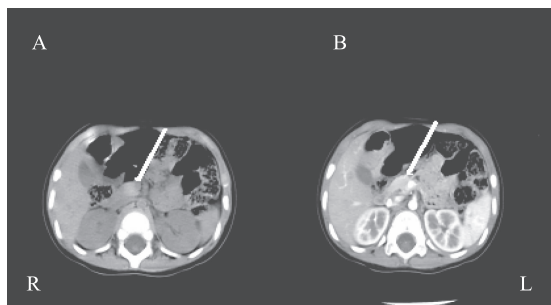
A为CT平扫,白色箭头所示胰腺体部肿块;B为CT增强,白色箭头所示肿块增强
